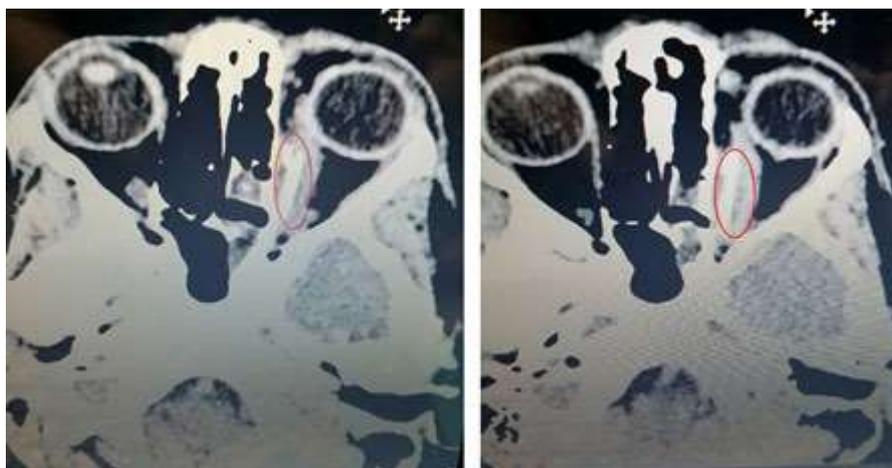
Tomografía computarizada de cráneo y órbitas. Se observa el cuerpo extraño señalado dentro del círculo rojo.
